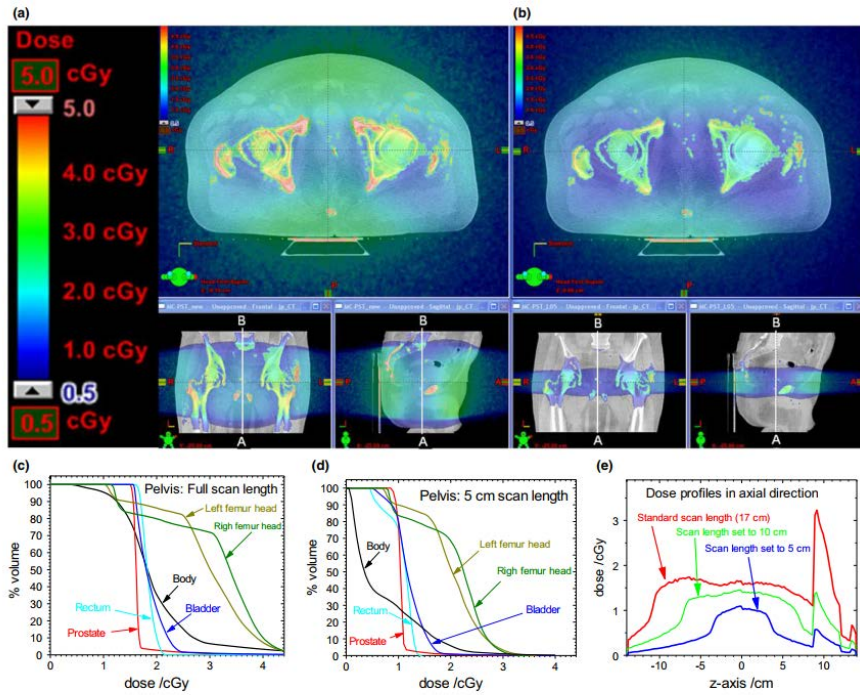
The effect of reducing the scanned length: (a) Dose distributions shown in colorwash for default Pelvis scan length (16 cm); (b) reduced Pelvis scan length (5 cm); (c, d) Corresponding dose-volume histograms for the specific organs resulting from respective scans; (e) Dose profiles in the inferior-superior direction along the line AB shown in Figure (a,b) across the irradiated volume for 16 cm (standard scan length), 10 cm, and 5 cm, respectively. The direction of z-axis is from inferior to superior in (e). The peak at the right in (e) represents the dose as the line AB crosses into the sacral vertebral body (bone). Note that reducing the scan length of the CBCT scan reduces both the maximum dose and the volume that is exposed to radiation. Reproduced from Ding et al.²⁹ (Scanning parameters are listed Table II).
